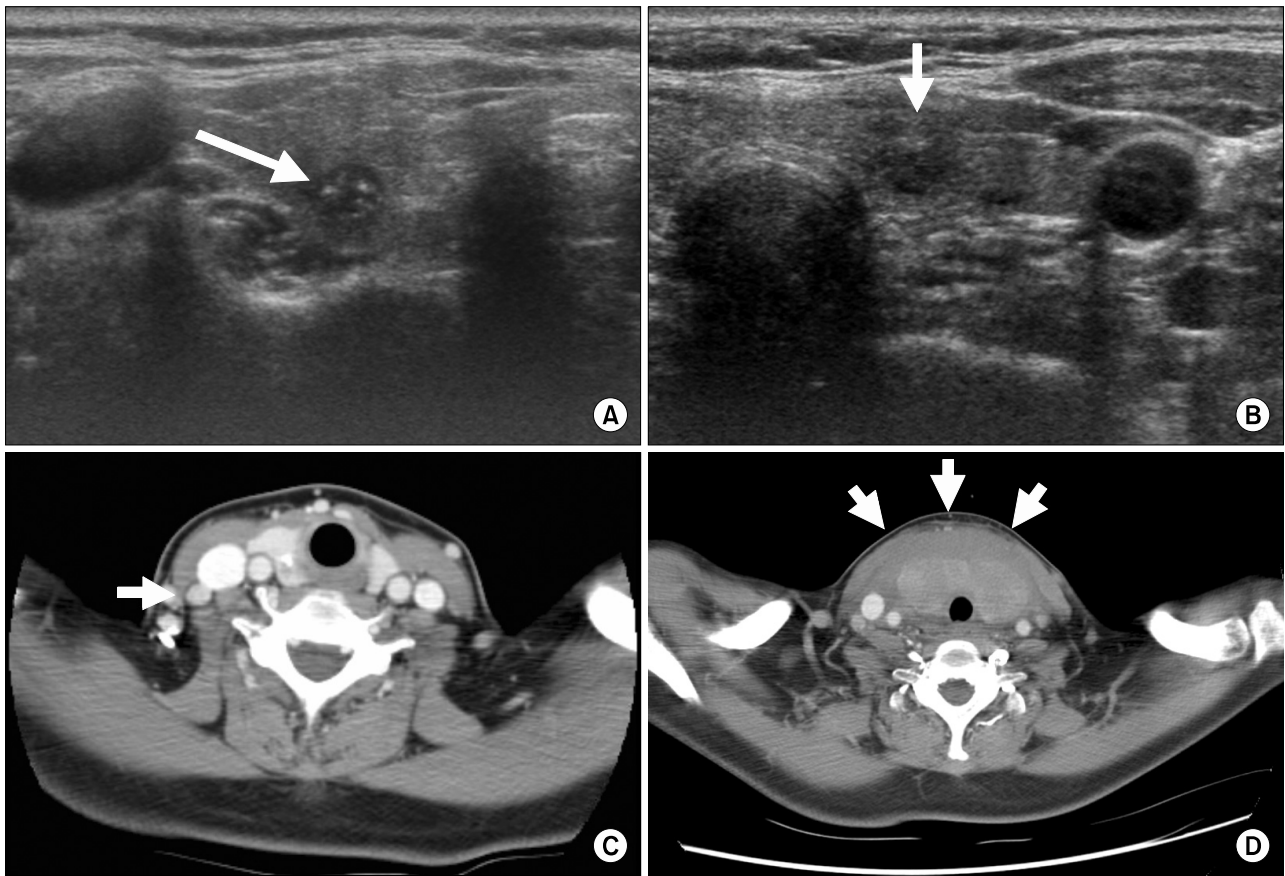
(A) Sonography shows 7 mm hypoechoic nodule with microcalcifications in a mid-pole of the right thyroid lobe (arrow). (B) Sonography shows 8 mm indistinct, hypoechoic nodule in a low-pole of the left thyroid lobe (arrow). (C) Post enhanced CT scan before FNAB shows calcified right thyroid nodule with enlarged right lateral neck lymph node (arrow). (D) Extensive thyroidal and perithyroidal hemorrhage are seen on post-enhanced CT scan after FNAB.
